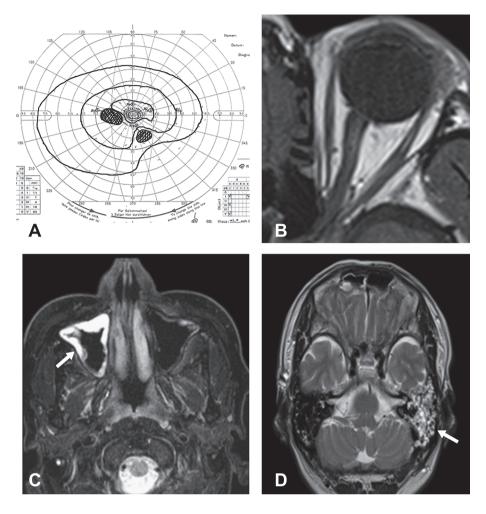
A) Goldmann visual field test, B–D) MR images.
